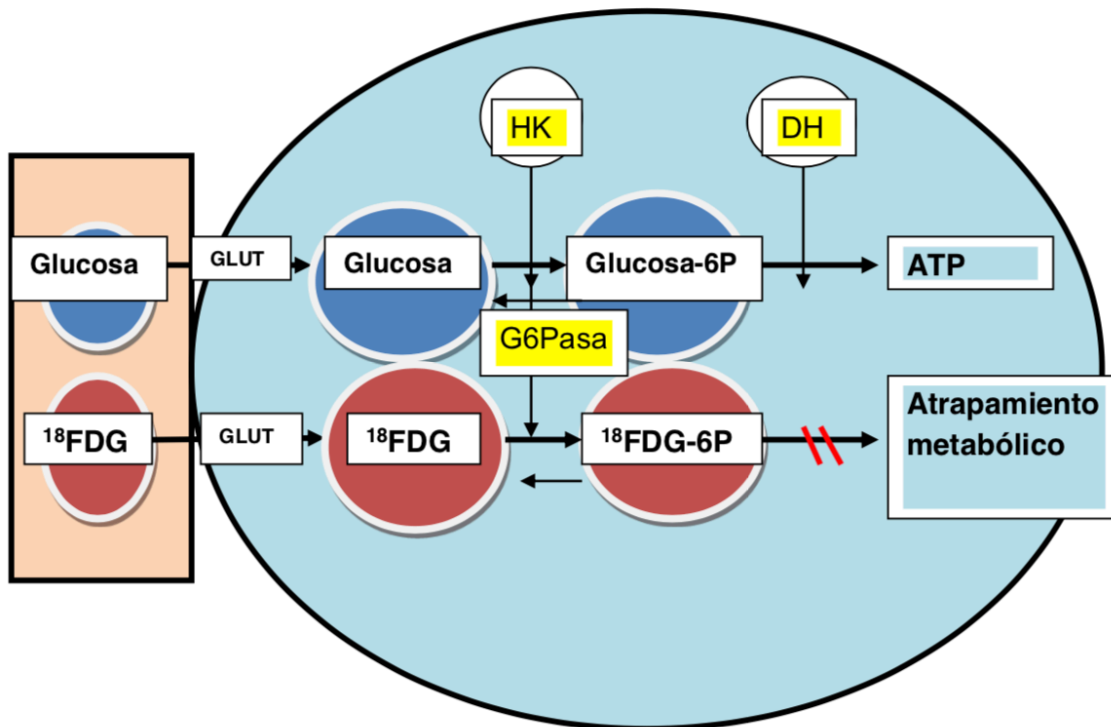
Metabolismo intracelular de la ^{18}F -FDG².
